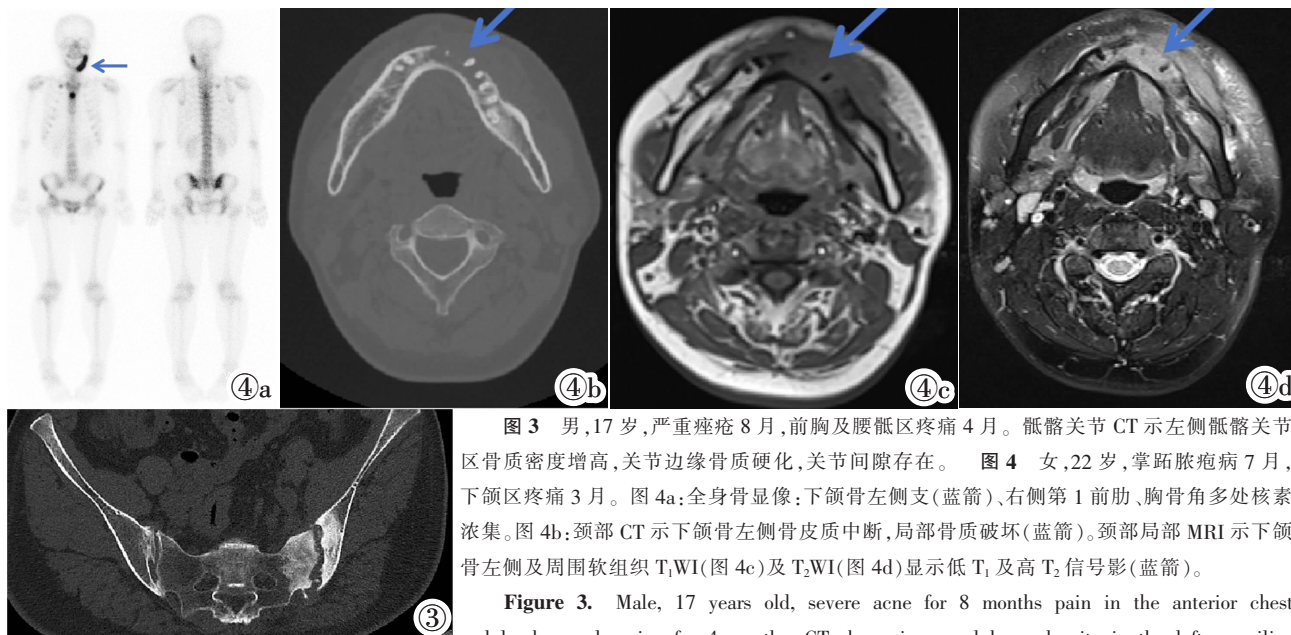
男,17岁,严重痤疮8月,前胸及腰骶区疼痛4月。骶髂关节CT示左侧骶髂关节区骨质密度增高,关节边缘骨质硬化,关节间隙存在。图4 女,22岁,掌跖脓疱病7月,下颌区疼痛3月。图4a:全身骨显像;下颌骨左侧支(蓝箭)、右侧第1前肋、胸骨角多处核素浓集。图4b:颈部CT示下颌骨左侧皮质中断,局部骨质破坏(蓝箭)。颈部局部MRI示下颌骨左侧及周围软组织T₁WI(图4c)及T₂WI(图4d)显示低T₁及高T₂信号影(蓝箭)。
